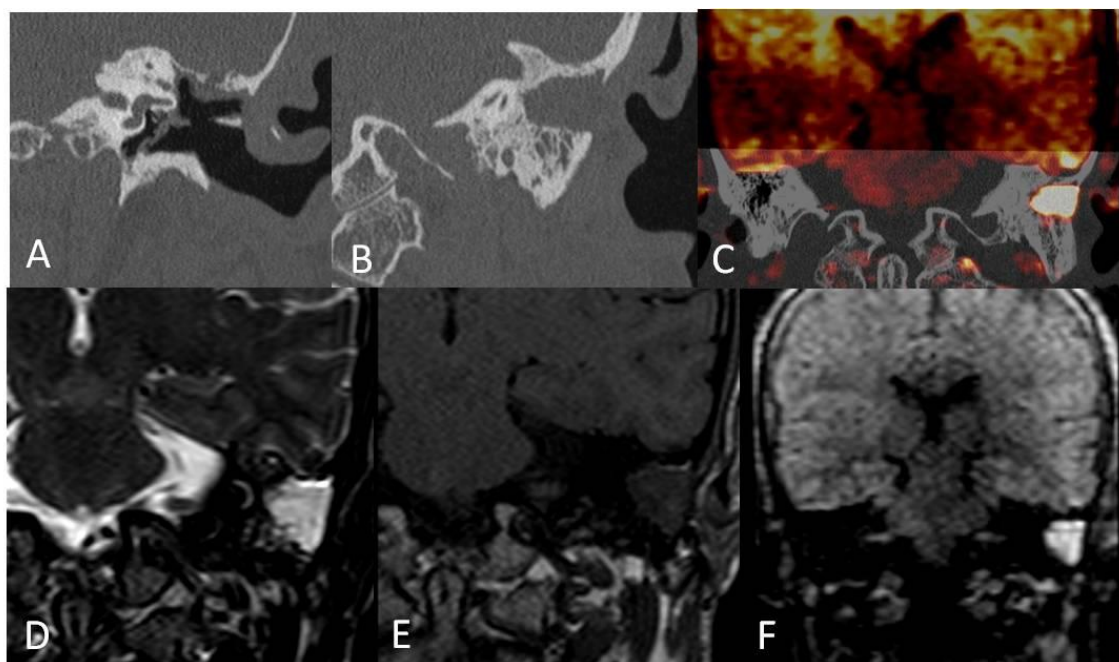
Fusión TC+RM DW. (A y B) TC con reconstrucción coronal. (C) Imagen de fusión. (D, E y F) Coronales T1, T2 y DW respectivamente.
